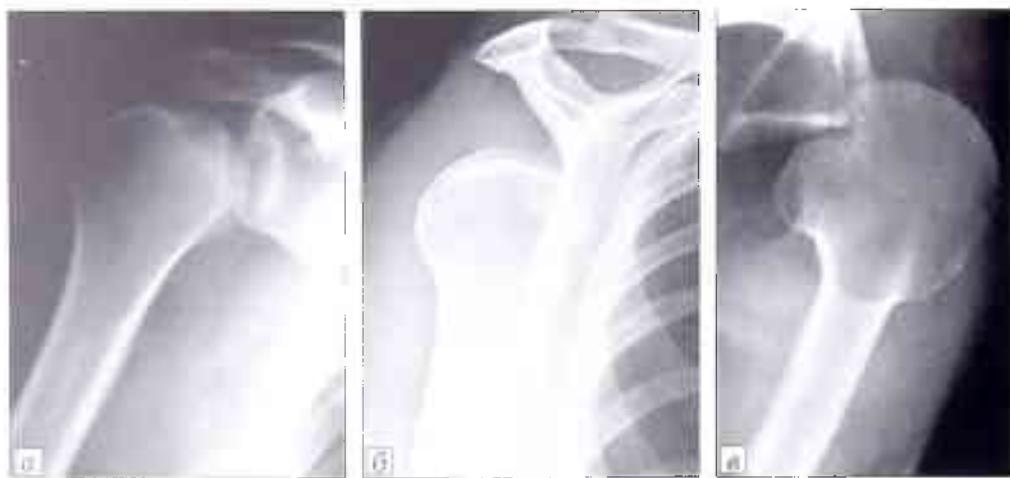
Рентгенограммы при заднем подвыших плеча в прямой (а), боковой (б) и аксиальной (в) проекциях.
